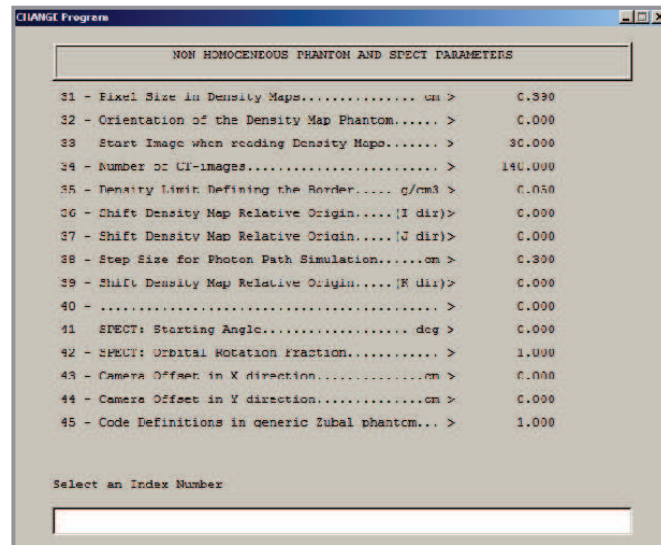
Página de elección de los parámetros SPECT y del fantoma no homogéneo.
